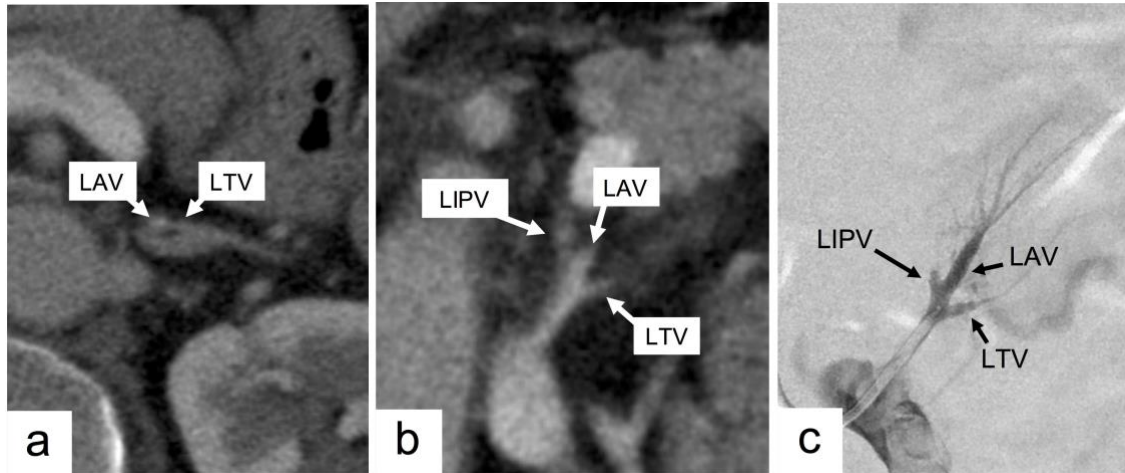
造影CTでのLIPV、LCAV合流部とLAV、LTV合流部の同定方法 (25)
